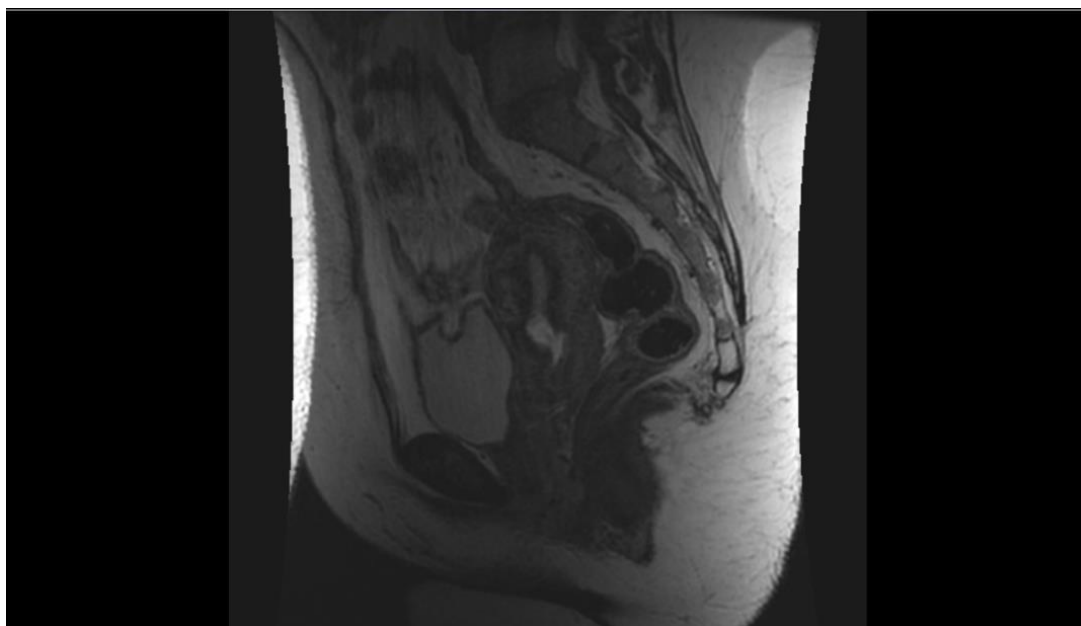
T2-ВИ, сагиттальная проекция аналогичная по локализации перфузионному изображению на рисунке 15
